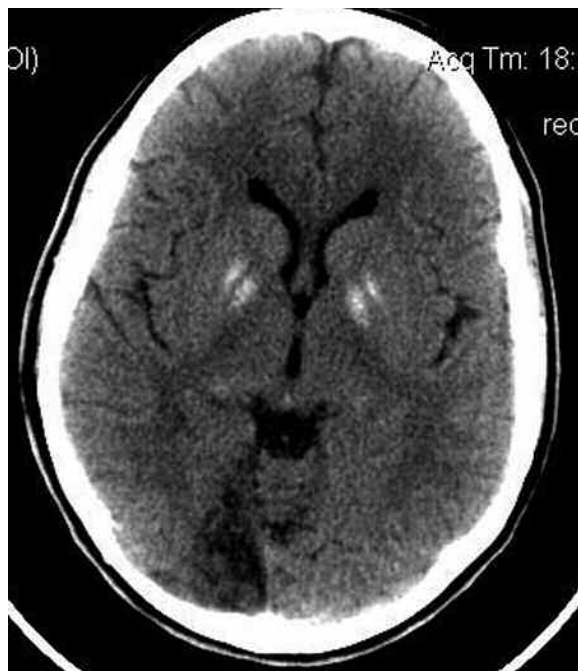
TC en corte axial sin contraste. Muestra calcificación de ganglios basales y compromiso vascular en territorio de arteria cerebral posterior derecha.
